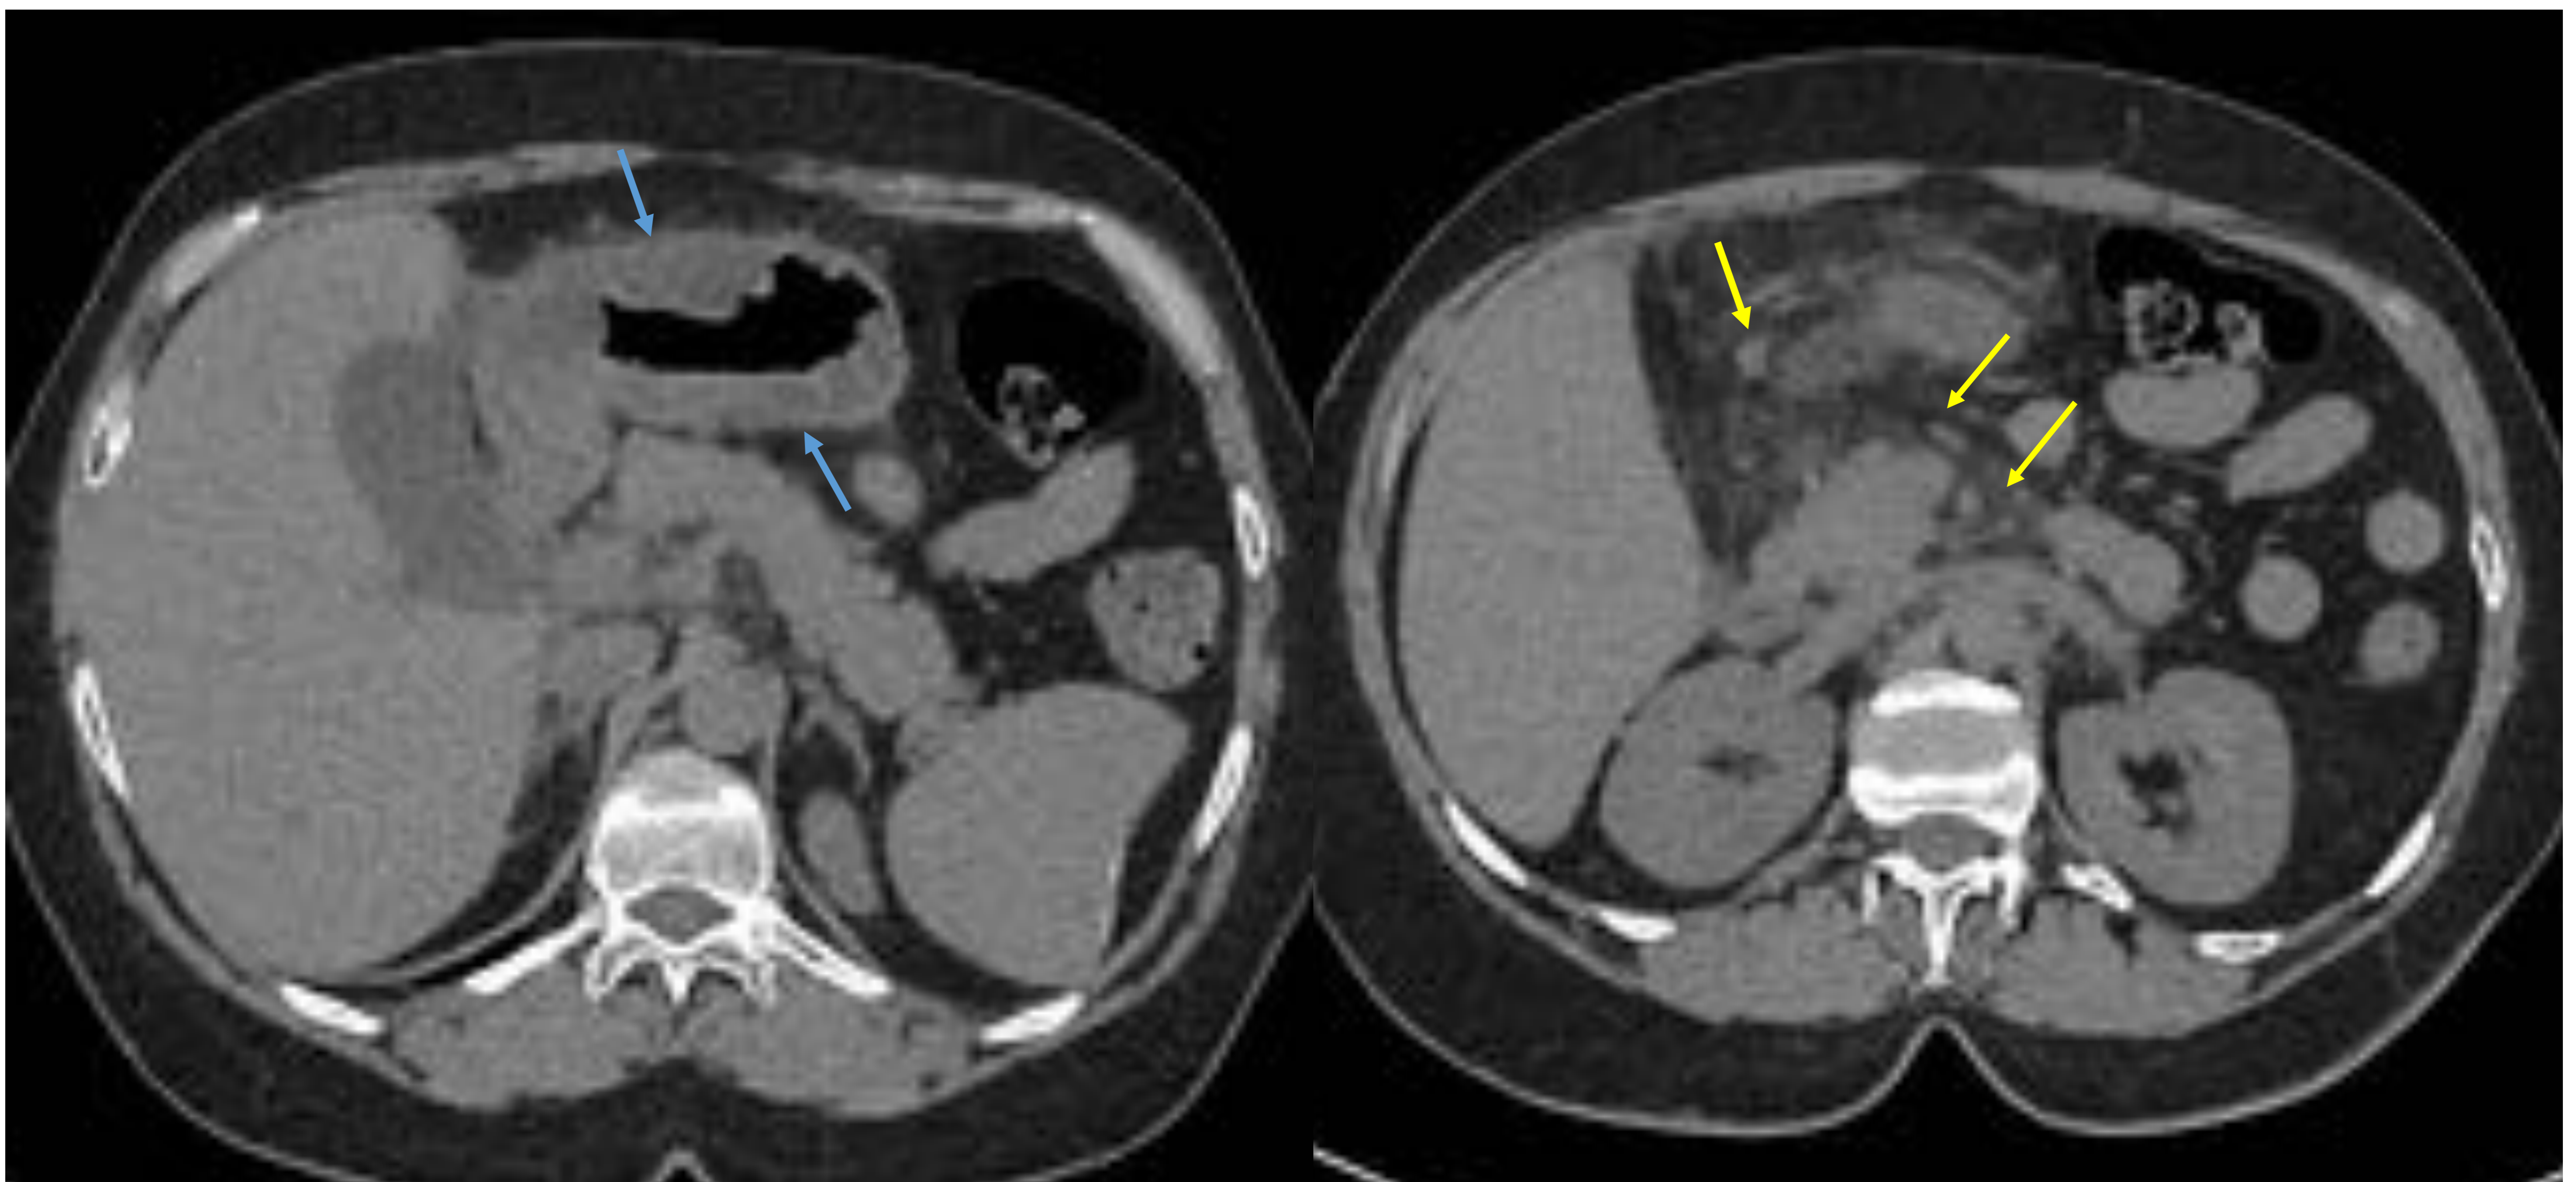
Paciente de 64 años que acude a urgencias por dolor abdominal epigástrico, náuseas y vómitos. TC sin CIV debido a alergia de la paciente a contrastes Yodados. Se evidencia marcado engrosamiento difuso de la cámara gástrica, de aspecto hipodenso, con cambios inflamatorios en la grasa circundante y adenopatías en vecindad. Se confirmó infección por Anisakis.
